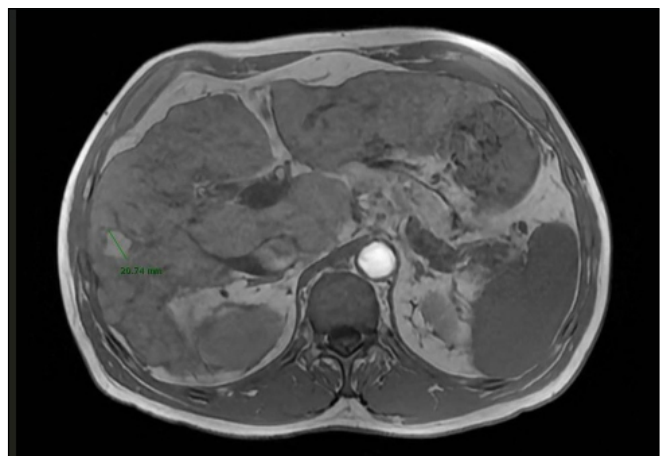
RMN del hepatocarcinoma previo a tratamiento.
